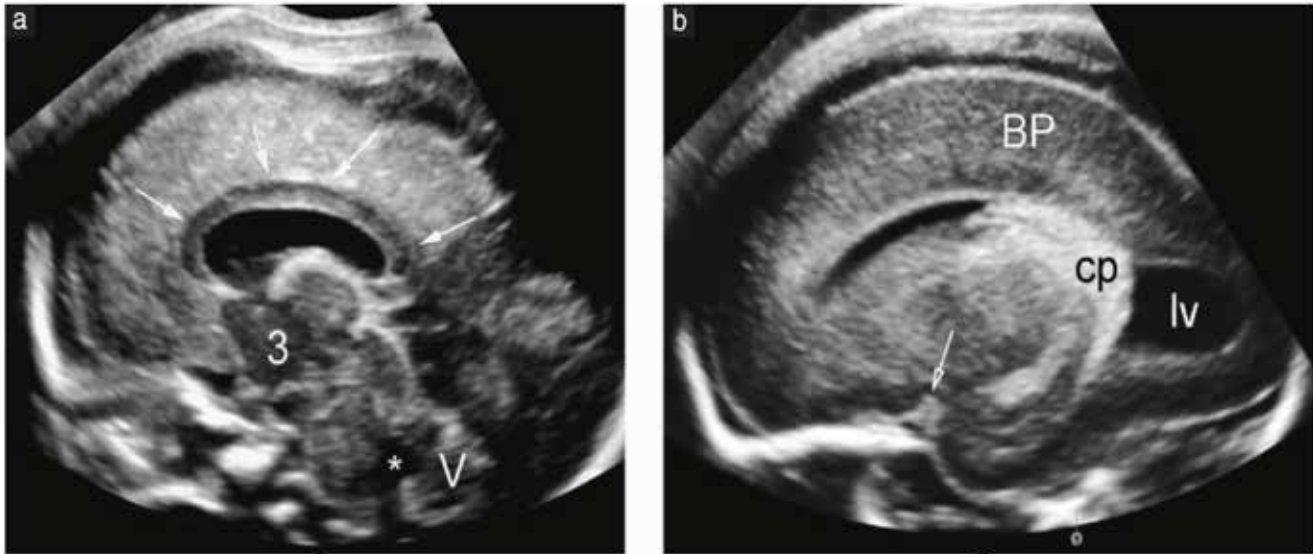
Neurosonografía fetal
